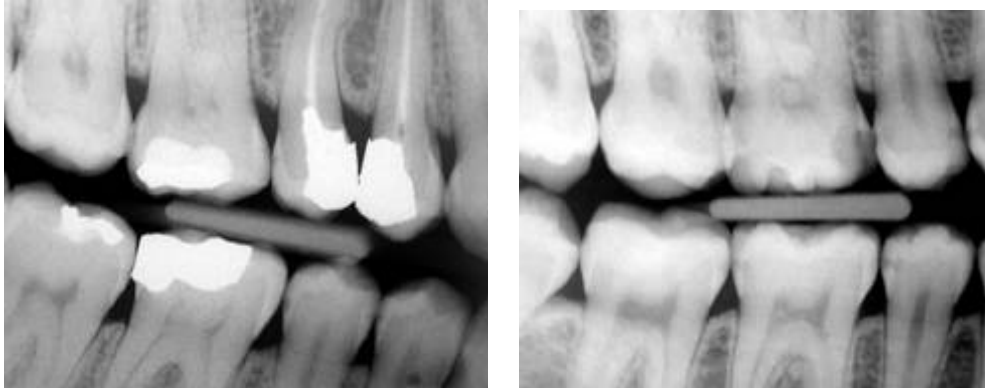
Radiographie Bite-wing [81]
